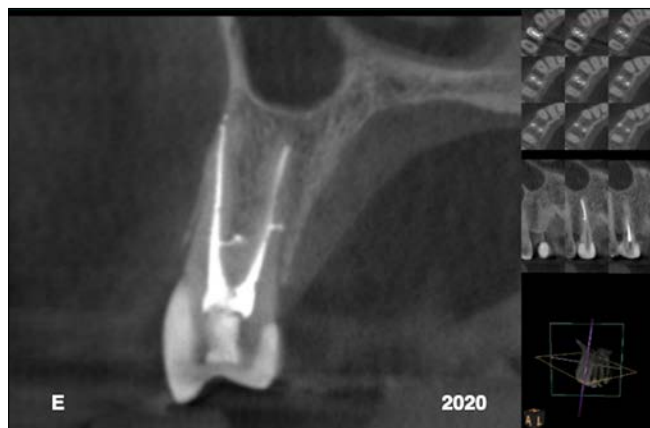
Coronal slice (CBCT) shows obturation of lateral canals approximating the healed osseous defect.
